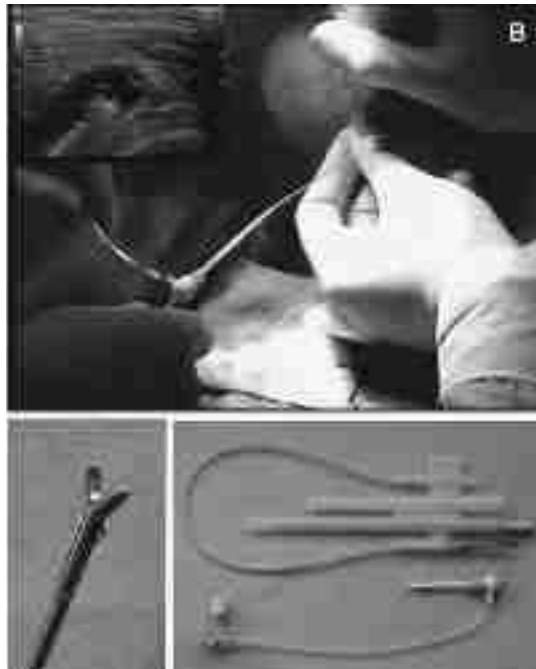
Exemple de matériel utilisé pour la réalisation d'une biopsie synoviale à l'aide d'un forceps. Source : Lazarou I, D'Agostino MA, Naredo E, Humby F, Filer A, Kelly SG. Ultrasound-guided synovial biopsy: a systematic review according to the OMERACT filter and recommendations for minimal reporting standards in clinical studies. *Rheumatology (Oxford)*. 2015 Oct;54(10):1867-75. doi: 10.1093/rheumatology/kev128. Epub 2015 May 28. PMID: 26022188.
